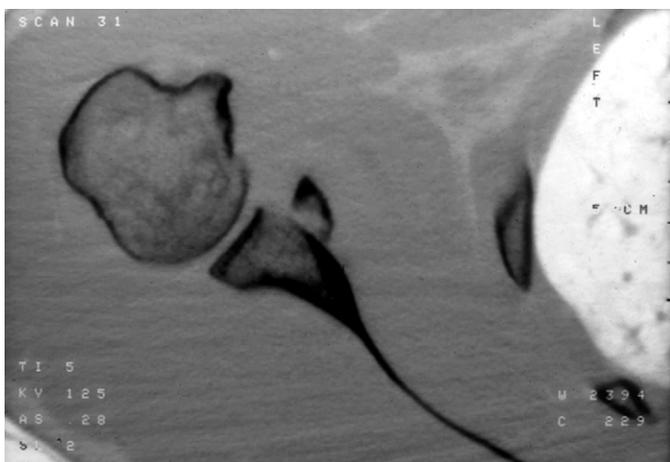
TDM complémentaire objectivant la fracture de la glène.
